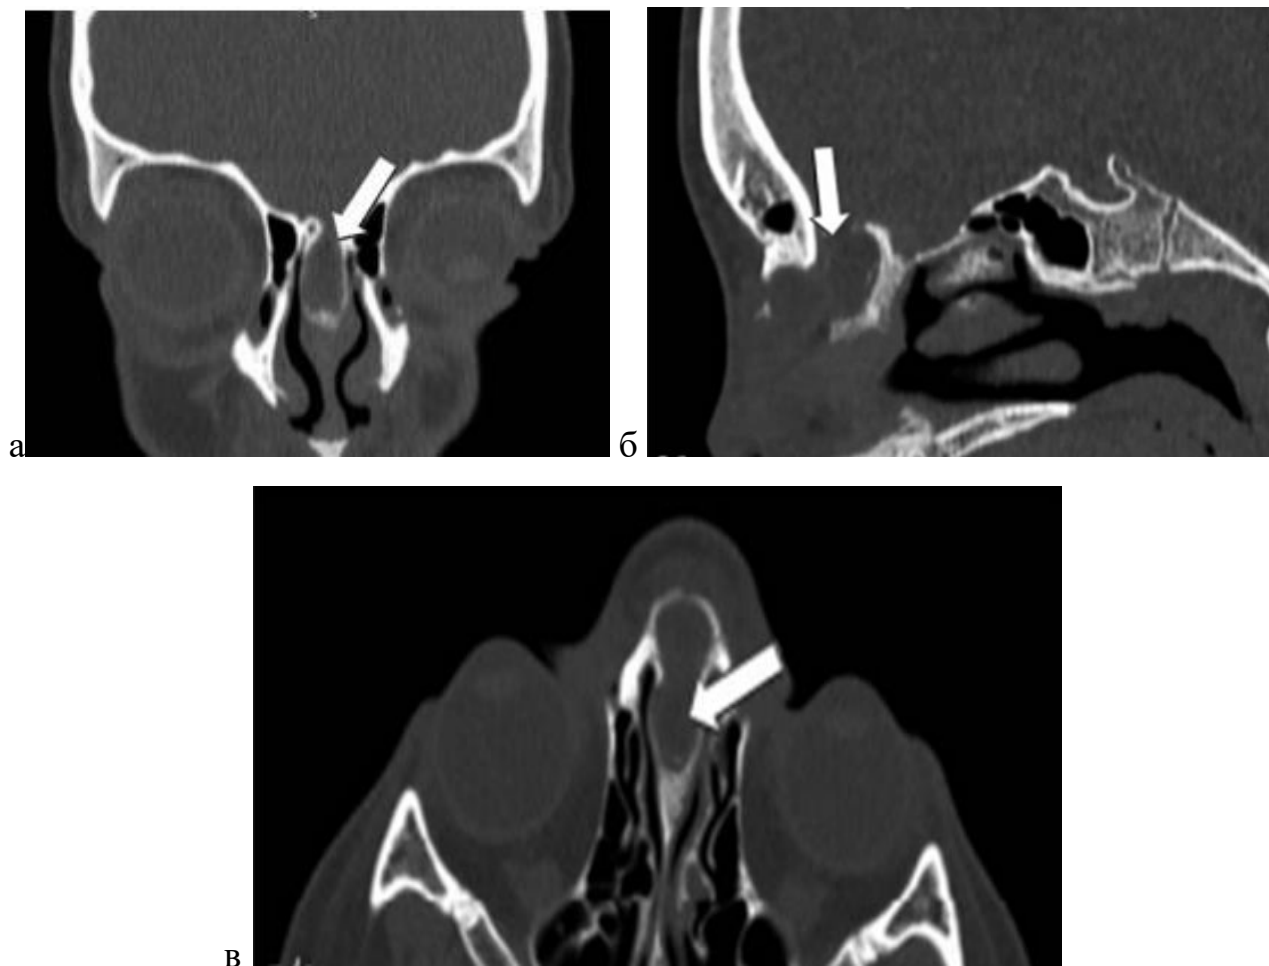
Компьютерная томограмма ОНП пациента И., 10 лет с интракраниальным распространением новообразования: а — коронарная проекция; б — сагиттальная проекция; стрелкой указано новообразование; в — аксиальная проекция, новообразование и расщепление слепого отверстия указано стрелкой
